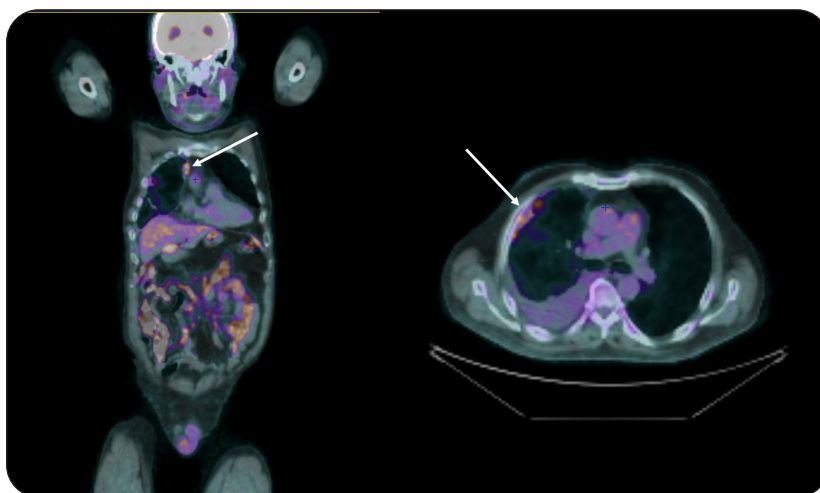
Image reconstruite en fusionnant les images du PET avec les images du scanner : les flèches blanches pointent les zones d'hypermétabolisme de la plèvre, en coupe coronale (à gauche) et en coupe transversale (à droite).
